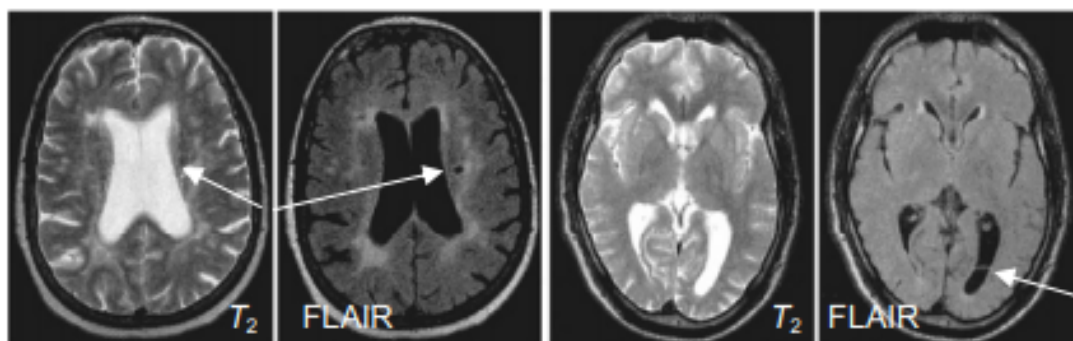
Применение FLAIR для выявления кист (слева) и спайки внутри заднего рога левого желудочка (справа)
